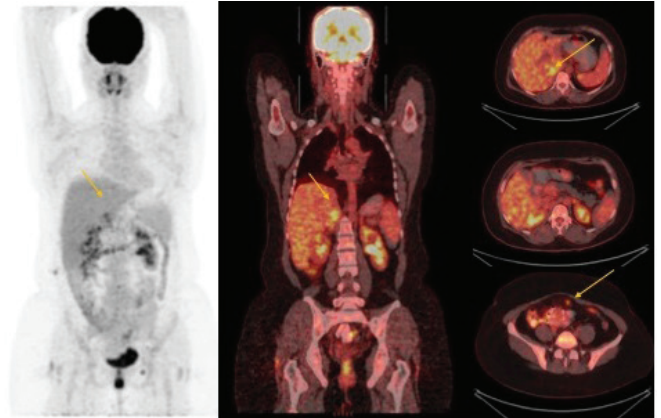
Kemoterapi öncesi koronal ve transaksiyel PET-BT görüntüleri
